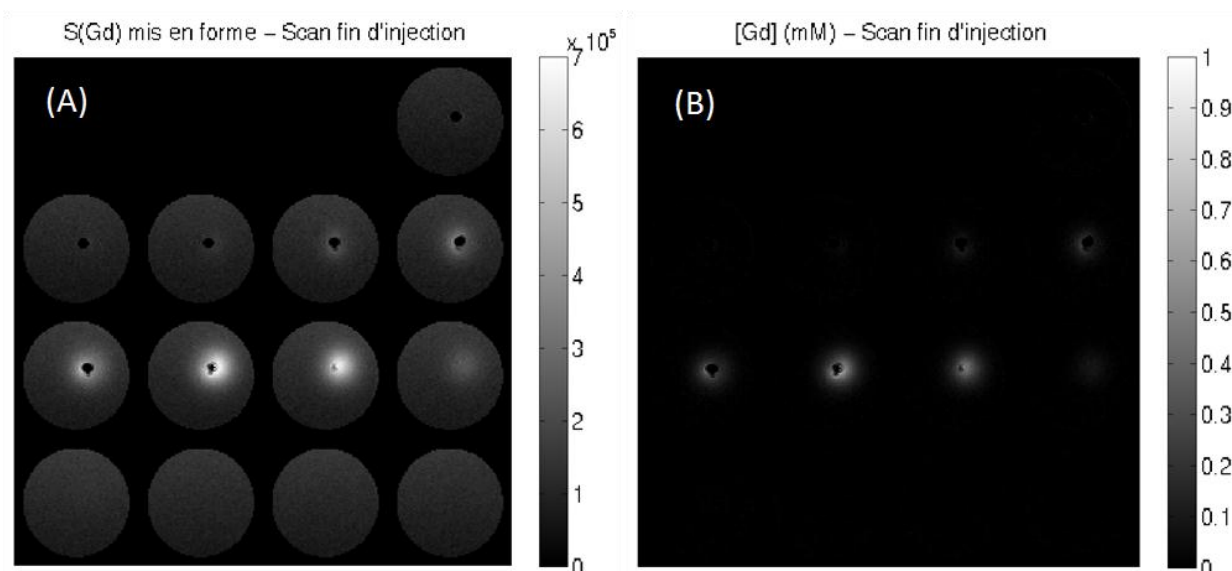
Cartes d'imagerie IRM transverses à l'instant de fin d'injection pour un gel ayant reçu une infusion de $20 \mu L$ de Gd-DOTA à $0.5 \mu L \cdot min^{-1}$. (A) Signal $S(Gd)$ mis en forme. (B) Cartes de concentration reconstruite. Les 16 coupes du gel sont représentées dans chaque cas. Les trois premières coupes de cette acquisition sont mises à zéro car situées en dessus de la surface du gel. Les masques du gel et du cathéter sont pris en compte sur ces images.
